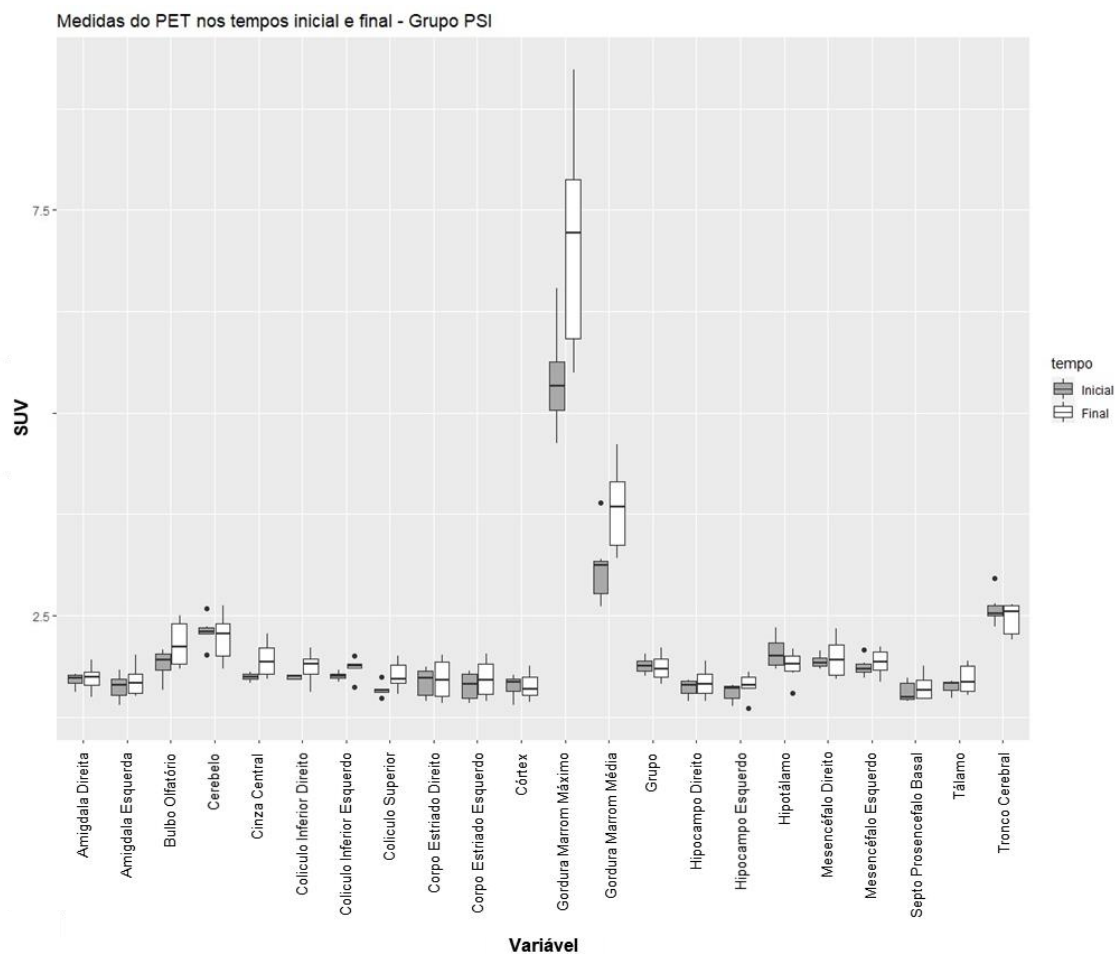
Box plot descritivo dos valores de captação de SUV (obtidos a partir dos exames de PET) no tempo inicial e final para os animais pertencentes ao grupo PSI. Não há diferenças estatisticamente significativas entre inicial e final para nenhuma das áreas analisadas.
